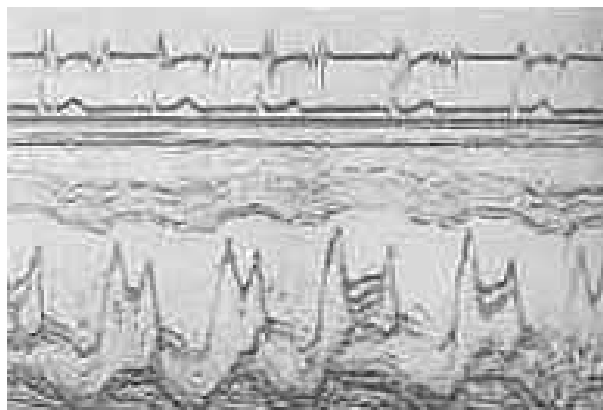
Ecocardiograma mostrando prolapso valvular mitral no "propositus".
